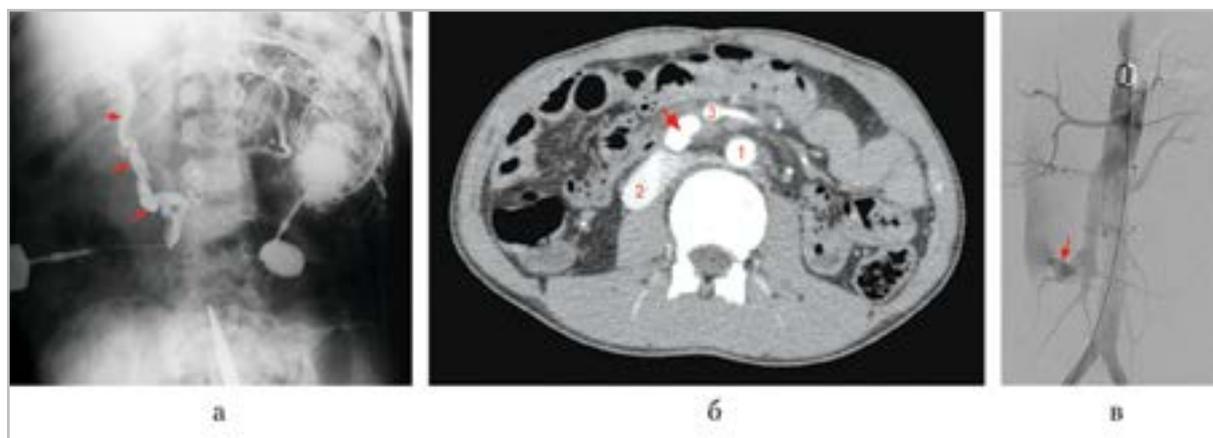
Результаты лучевых исследований: *а* — интраоперационная спленоporto- и мезентерикоportoграфия: ВБА пригодна для шунтирования (стрелки); *б* — КТ с контрастированием: четко прослеживается сброс крови из ВБА в НПВ (стрелка): 1 — брюшная аорта, 2 — НПВ; 3 — ВБА; *в* — ангиография: виден сброс крови из ВБА в НПВ (стрелка)
